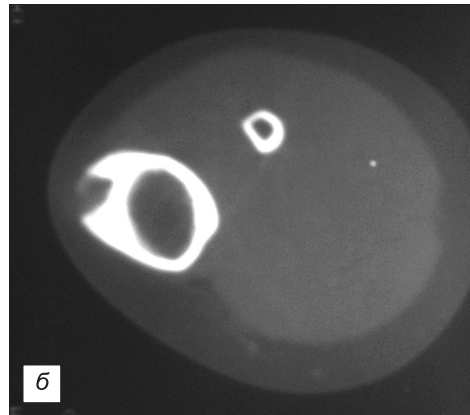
Юстакортикальная хондрома проксимального отдела диафиза левой большеберцовой кости у пациента М., 9 лет. Рентгенограмма (а), компьютерная томограмма (б) и сцинтиграммы (в — фаза перфузии, г — фаза костной фиксации).
